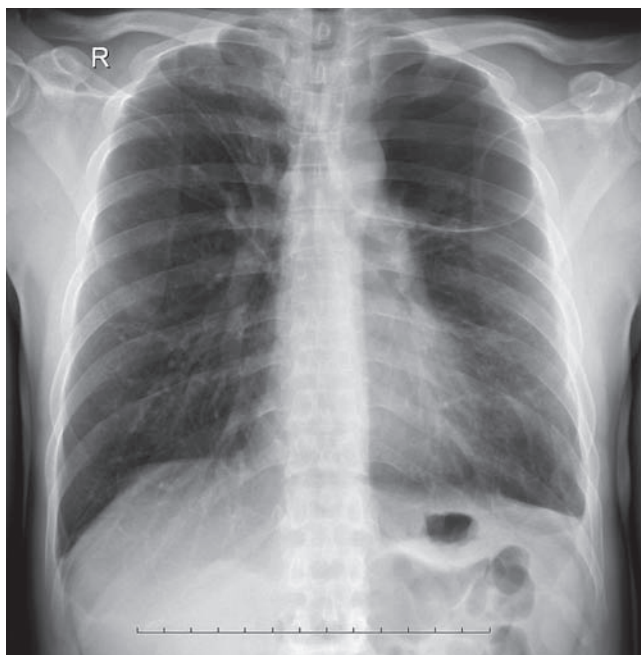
Рентгенограмма грудной полости в прямой проекции: гигантская булла левого легкого
